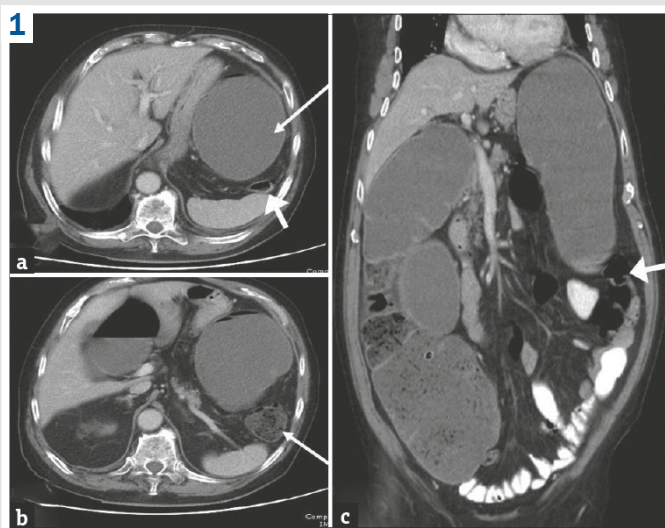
Колоректальний рак: зображення комп'ютерної томографії з контрастним підсиленням у різних проекціях [17].
